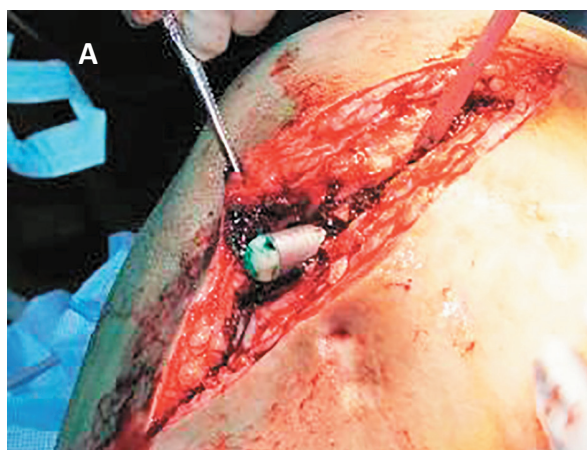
Пациентка Н., А – интраоперационный вид (перфорация передней стенки большеберцовой кости ножкой тибияльного компонента); Б – вид имплантированного титанового конуса; В – послеоперационные рентгенограммы правого коленного сустава
